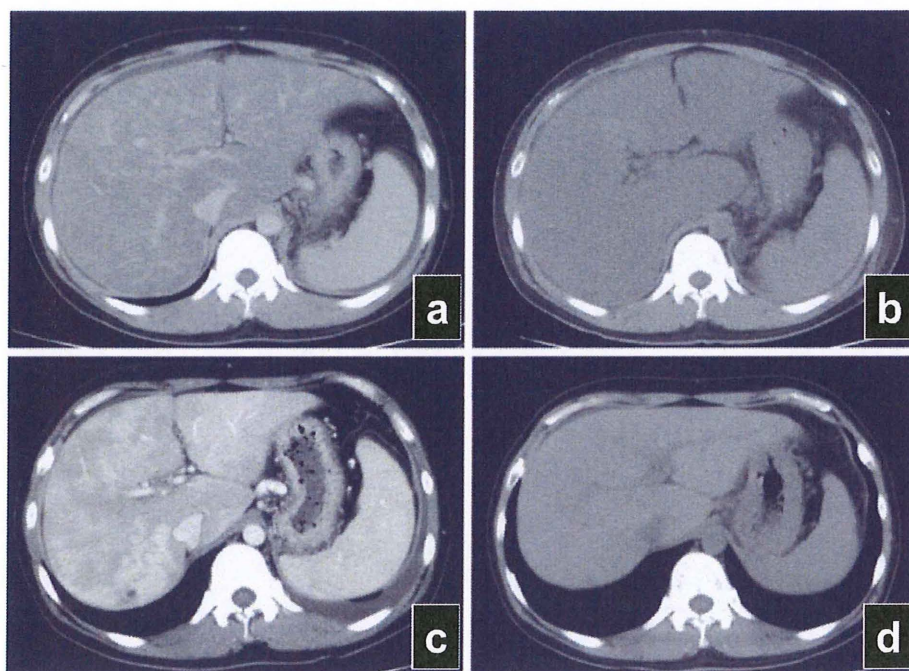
Computed tomography (CT). a) Contrast enhanced CT on admission showed marked hepatomegaly, slight splenomegaly and slight ascites with heterogeneous density. b) Plain CT on day 10 reveals sustained hepatomegaly, slight splenomegaly and slight ascites. c) Contrast-enhanced CT on day 43 still showed slight ascites and heterogeneous density of liver parenchyma, but hepatomegaly had improved gradually. d) Plain CT on day 75 revealed significant improvement of hepatomegaly and splenomegaly, and showed no ascites.
